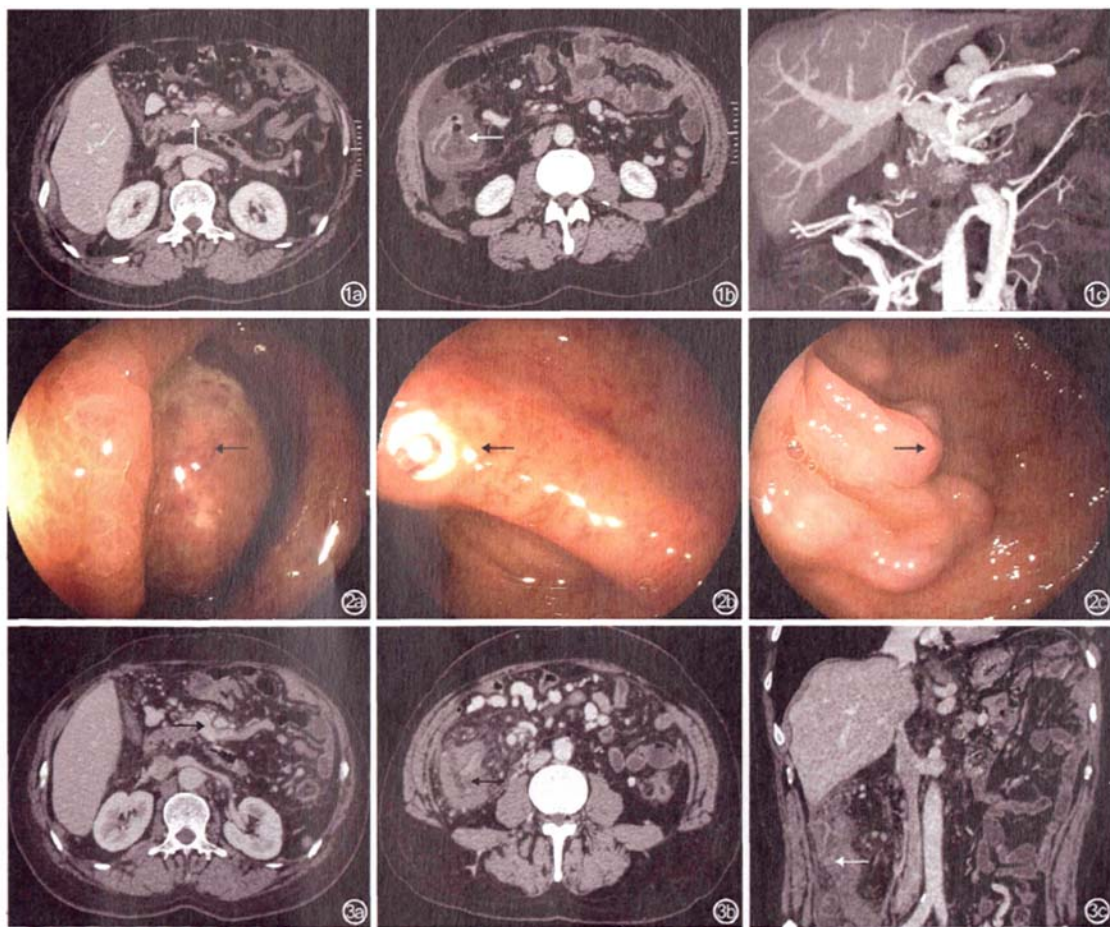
治疗前 CT 检查结果 a: 肠系膜上静脉血栓形成(↑); b: 结肠壁高度水肿,腹腔内静脉曲张(←); c: 门静脉狭窄(↑) 图 2 结肠镜检查 a: 回盲部黏膜充血水肿(←); b: 回盲部黏膜溃烂,病变处质脆(←); c: 全结肠散在静脉血管曲张(→) 图 3 治疗后 CT 检查结果 a: 肠系膜上静脉血栓完全溶解(→); b: 结肠壁充血、水肿较治疗前明显缓解(←); c: 肠壁充血、水肿缓解(←)
